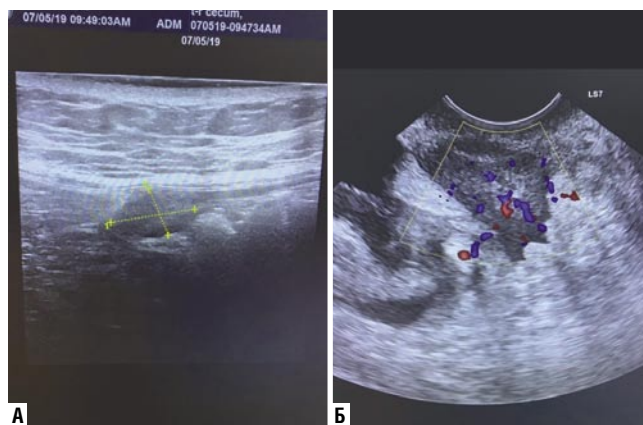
А — УЗИ опухоль слепой кишки, по передней стенке кишки гипохогенное образование; Б — УЗИ опухоль сигмовидной кишки, в нижней трети сигмовидной кишки гипохогенное образование с неровными контурами, с сосудистым локусом.
